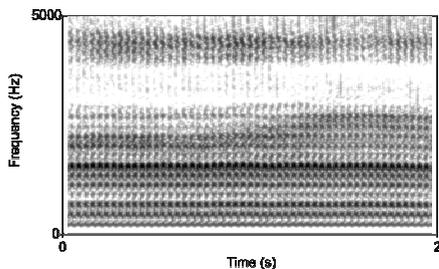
Sonogramski prikaz općeprihvatljivog izgovora [r] (gore) i južnjačkoga [r] (dolje)
